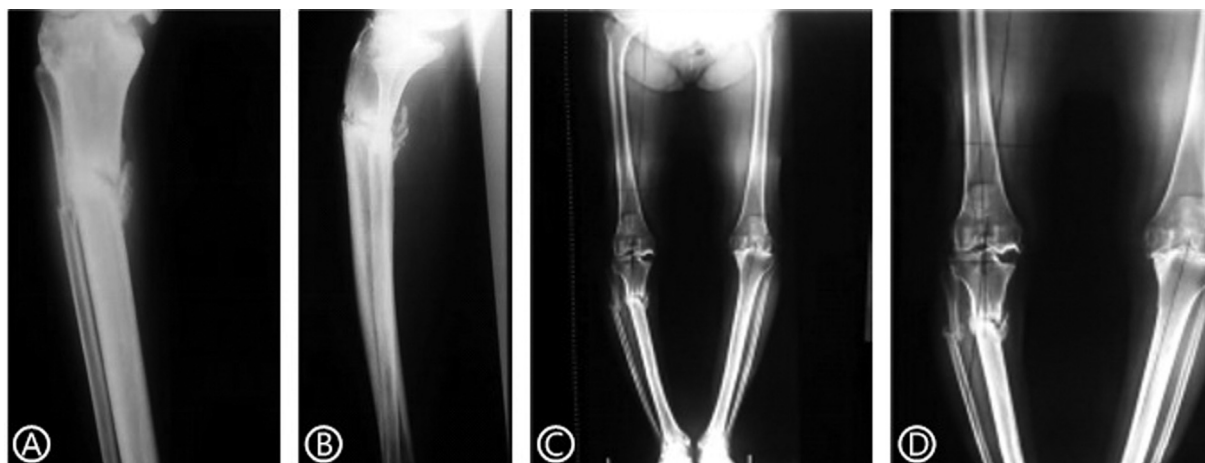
(A e B) Radiografias da perna evidenciando a fratura atípica a nível da diáfise tibial. (C e D) Radiografia panorâmica de membros inferiores evidenciando a gonartrose associada.
